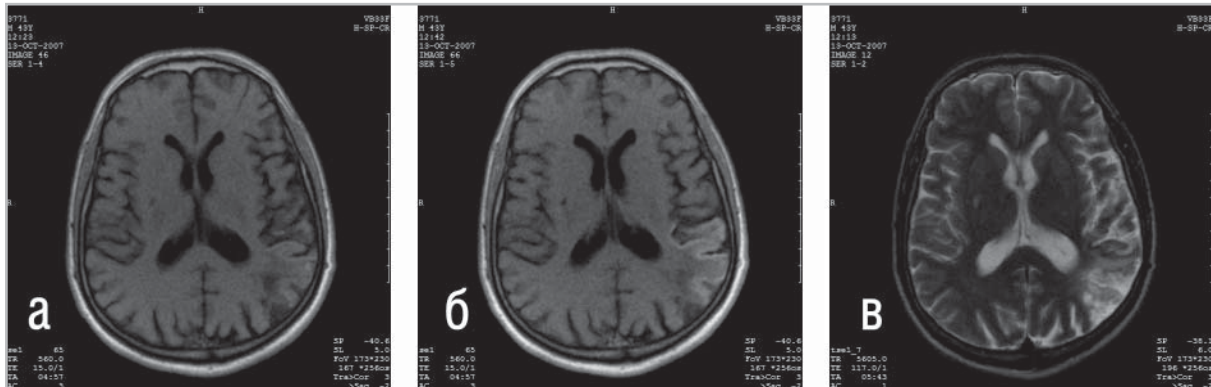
Тип 2 контрастирования при МРТ головного мозга при инсульте — «кортикальный» тип накопления парамагнетика. МРТ проведена на 3 сутки после появления клинической симптоматики ишемического инсульта в бассейне СМА слева.
